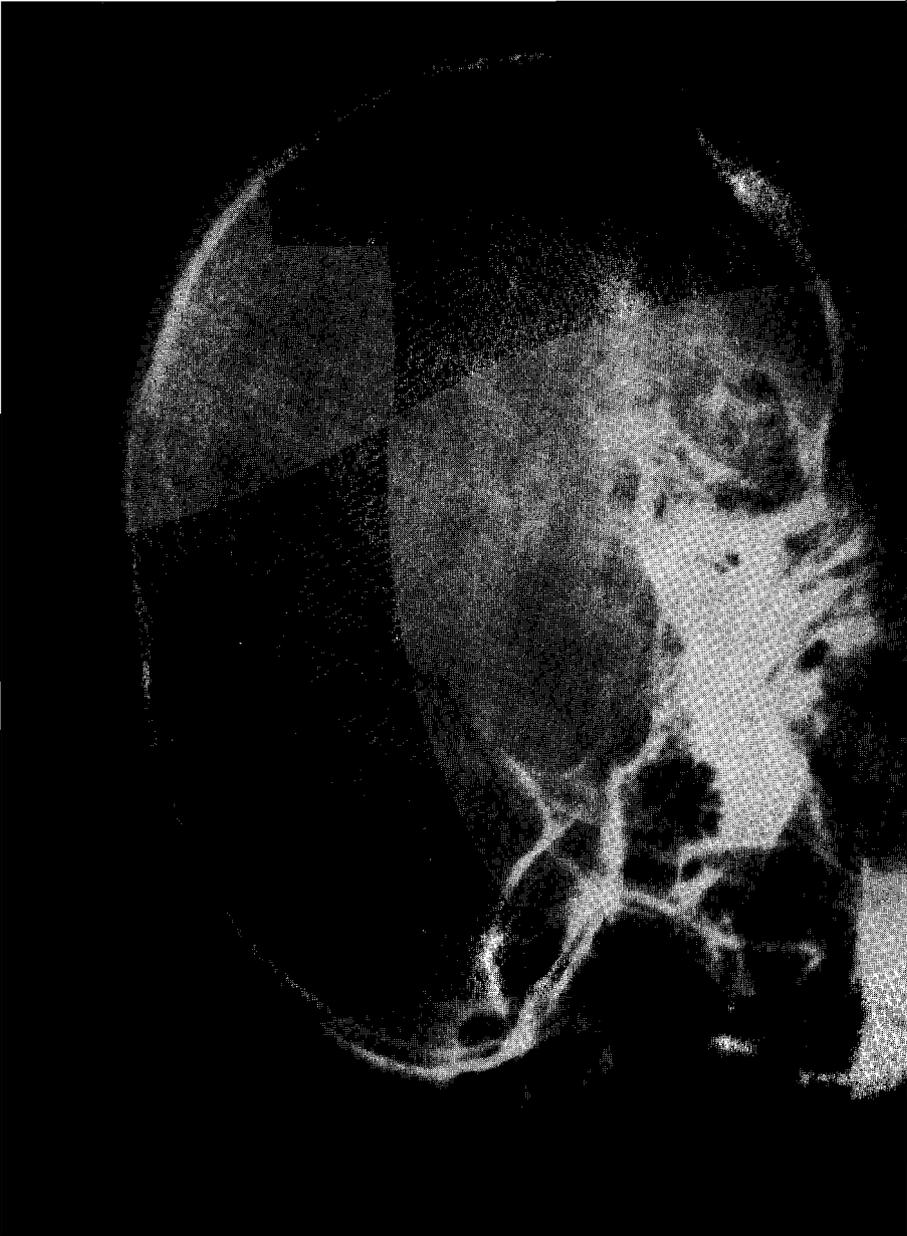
Radiographie du crâne, en vue latérale, montrant les nombreuses petites plages de décalcification dans les pariétaux et le frontal.
